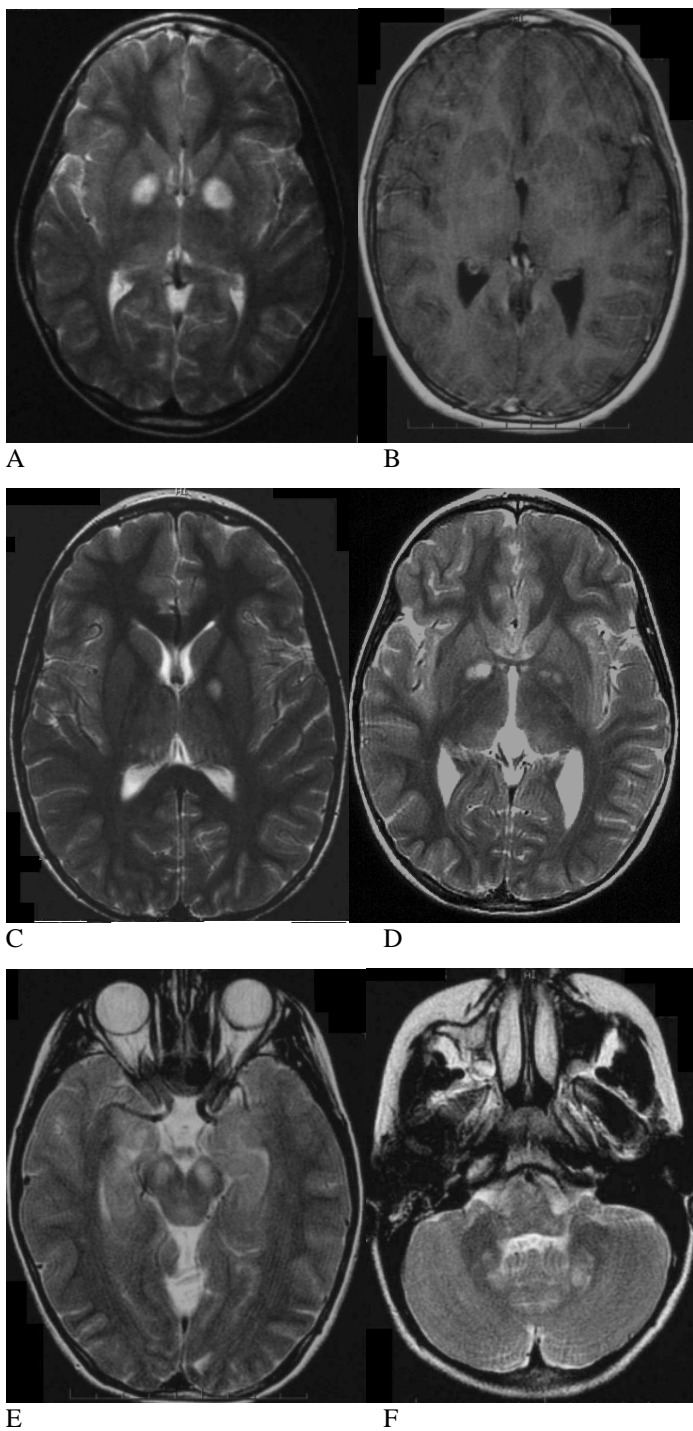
Imágenes de RMN en T2 de pacientes con NF1 y con UBOs en diferentes localizaciones. A: Localización bilateral en el tálamo-estriado; B: Ausencia de captación de gadolinio en T1 en el mismo paciente que A; C: Localización unilateral en el tálamo-estriado; D: Localizaciones múltiples en tálamo-estriado; E: Localización en tronco cerebral; F: Localización bilateral en cerebelo (Fuente: Chabernaud et al. 2009)
